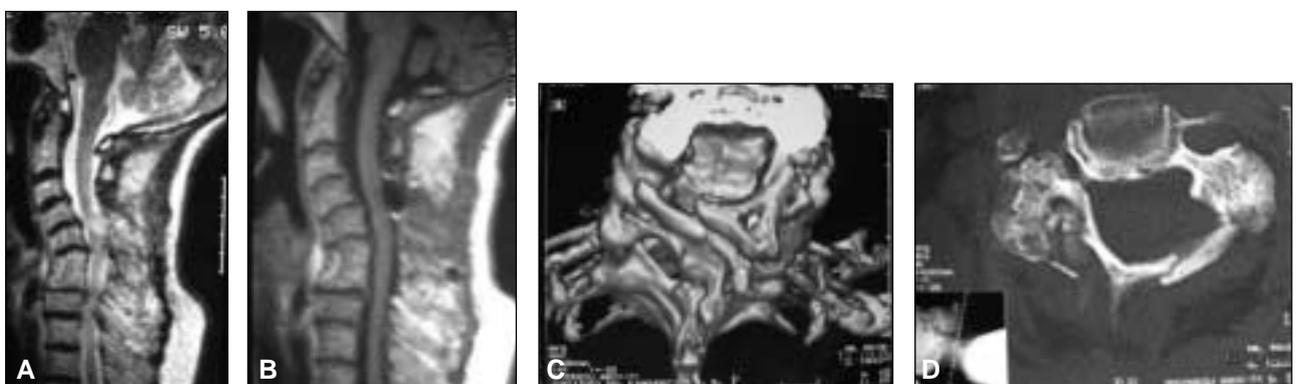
Resonancia magnética y tomografía computarizada de control posoperatorio donde se observa una descompresión medular adecuada en el segmento afectado y foco de estenosis moderada D1-D2. A y B. Resonancia magnética sagital a nivel T2 y T1. C. TC con reconstrucción tridimensional. D. Tomografía computarizada a nivel de la mielopatía. Se observa la ampliación del conducto raquídeo y el injerto colocado según la técnica *open-door* descrita por Hirabayashi.
